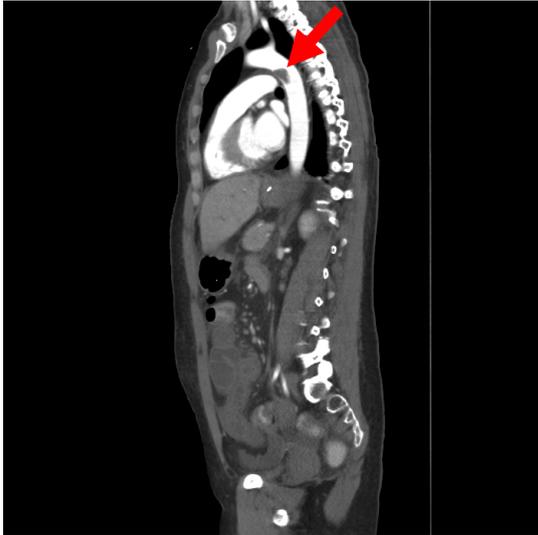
[68]: Darstellung des Thrombus im CT-Bild, sagittale Aufnahme (siehe Pfeil)
